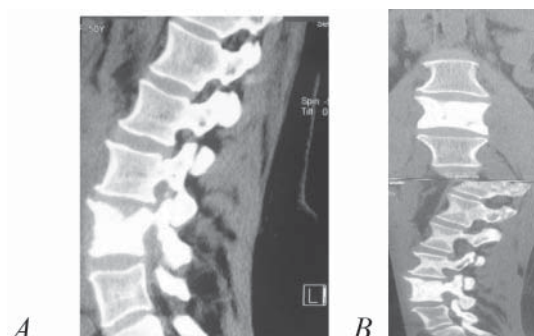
CT coloanei vertebrale lombare. A, B secțiuni sagittale, prezența corpului vertebral L4 total sclerotic (osteoscleroză)
